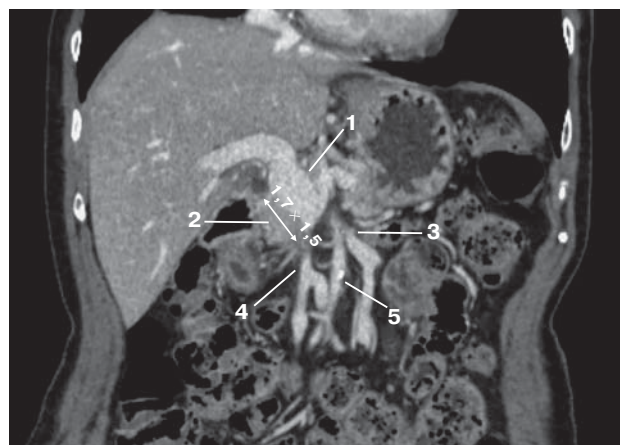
Компьютерная томограмма. Аденокарцинома головки ПЖ после 4 курсов неoadъювантной химиотерапии. Полная окклюзия ВБВ, формирование коллатерали между ВБВ и НБВ. 1 — ВВ, 2 — опухоль, 3 — НБВ, 4 — ВБВ, 5 — коллатеральный сосуд.
